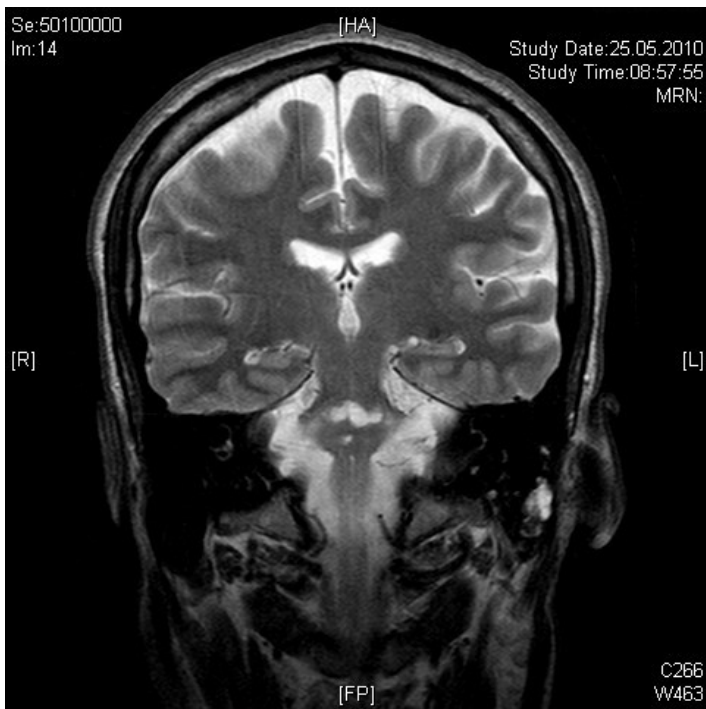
MRT T2-Wichtung coronar. Darstellung des bilateralen Infarkts des Pons (Pat. 13).
